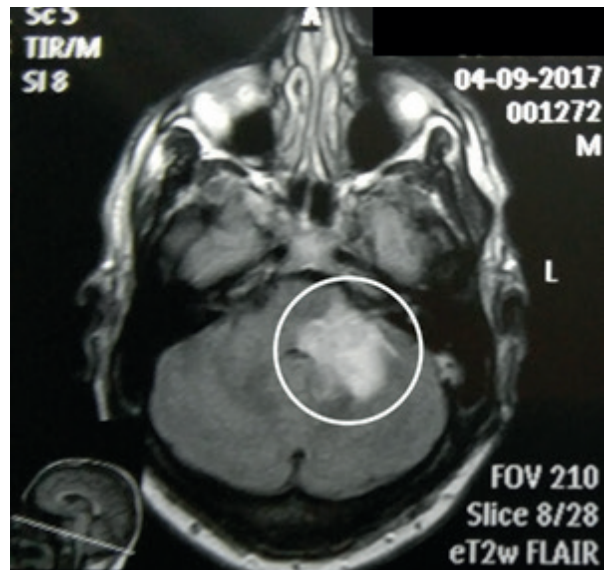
МРТ-картина вогнища запалення у мозочку та його ніжках, з ураженням стовбуру мозку при надходженні у стаціонар.
